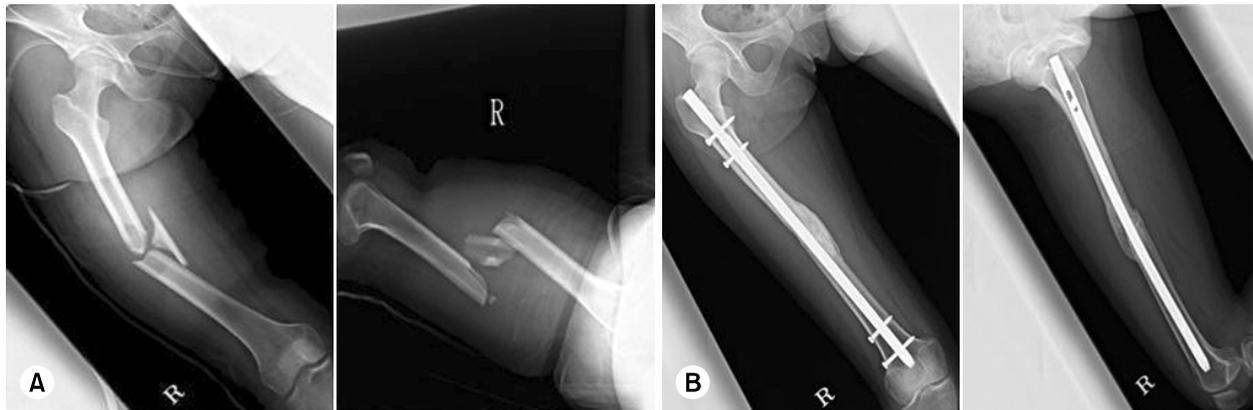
(A) Preoperative radiographs of a 21-year-old woman with a closed femoral shaft fracture after a fall from a five-meter-high rooftop. (B) Radiographs at 16 months showing a united fracture with 6° of valgus deformity.
